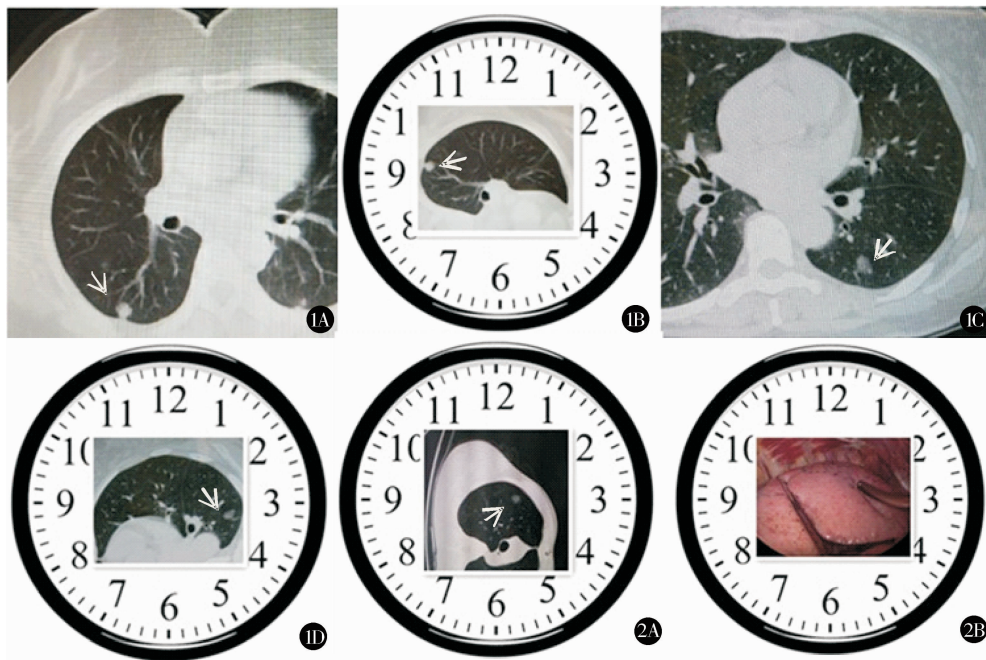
钟表盘法定位法:右侧病变术前 CT(1A),顺时针旋转 90° 后病变约位于 9 点钟方向(1B);左侧病变术前 CT(1C),逆时针旋转 90° 后病变约位于 3 点钟方向(1D) 图 2 右上肺肿瘤,CT 见约位于 1 点钟方向,且位于奇静脉上方,属右上部分(2A),术中定位右肺肿瘤(吸引器所指方向)约位于 1 点钟方向行病灶切除(2B)
